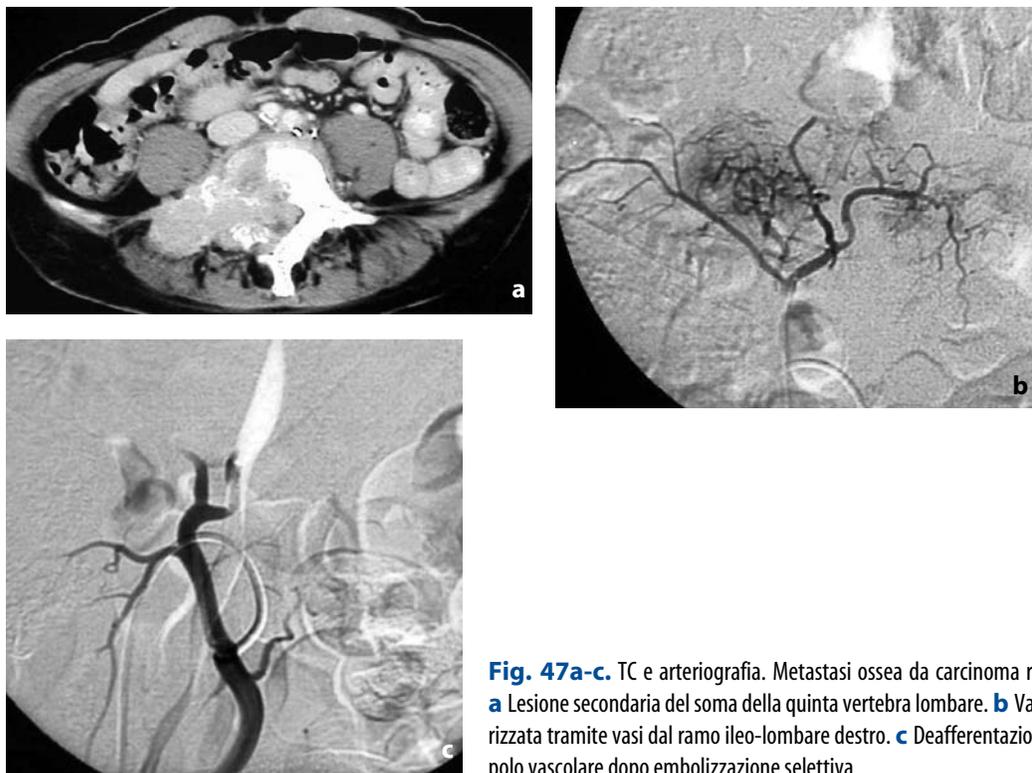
TC e arteriografia. Metastasi ossea da carcinoma renale. a Lesione secondaria del soma della quinta vertebra lombare. b Vascolarizzata tramite vasi dal ramo ileo-lombare destro. c Deafferentazione del polo vascolare dopo embolizzazione selettiva
